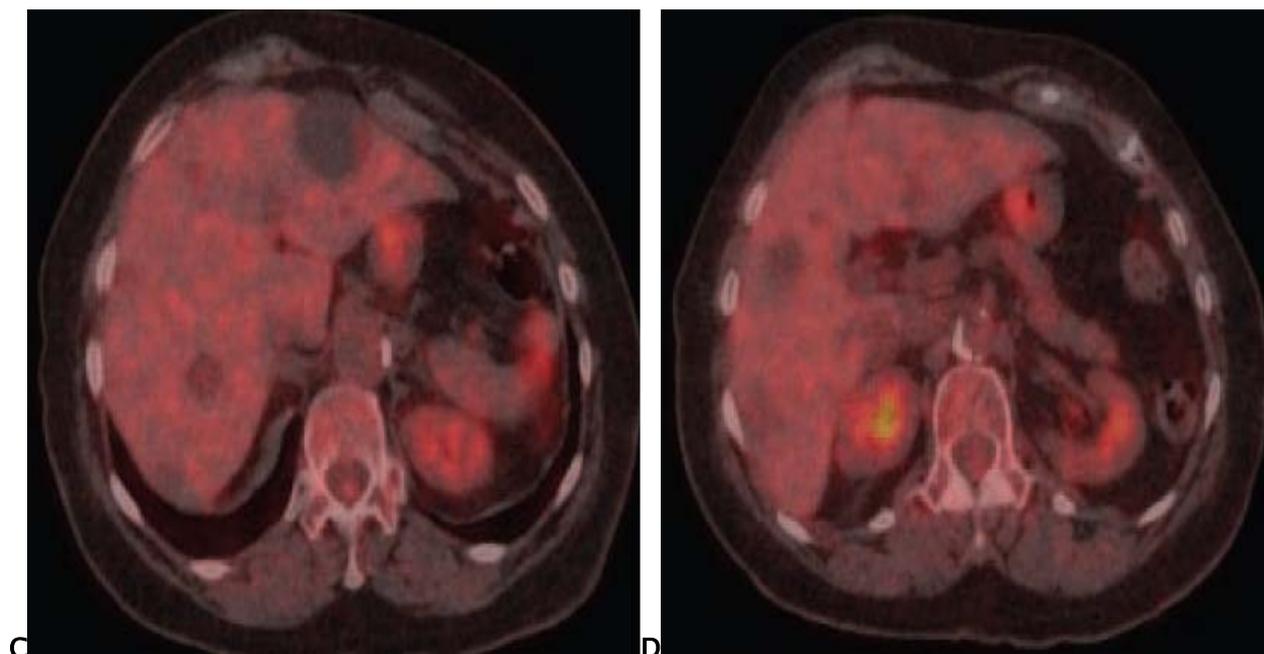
TEP-TDM au ^{18}F FDG réalisées en préthérapeutique (a, b) et plus de un an après mise en route du Glivec[®](c, d) montrent la disparition complète de tous les foyers hypermétaboliques hépatiques [21].
